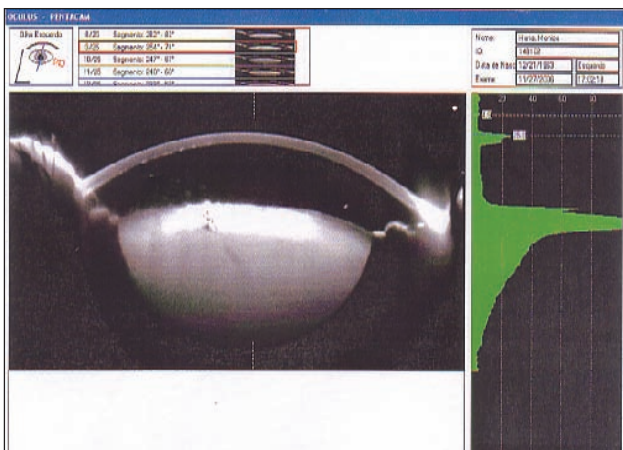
Tomografia do segmento anterior em CBN
